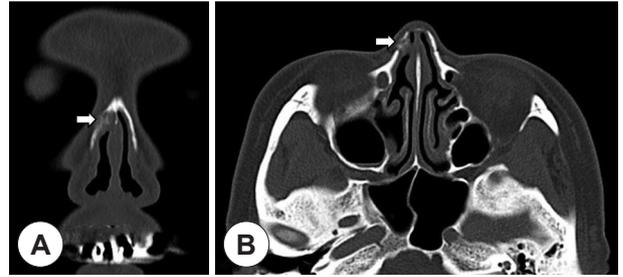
Preoperative CT scan (A: coronal, B: axial). CT images present about 0.9 × 0.9 cm sized mass originated from nasal bone (white arrow).
